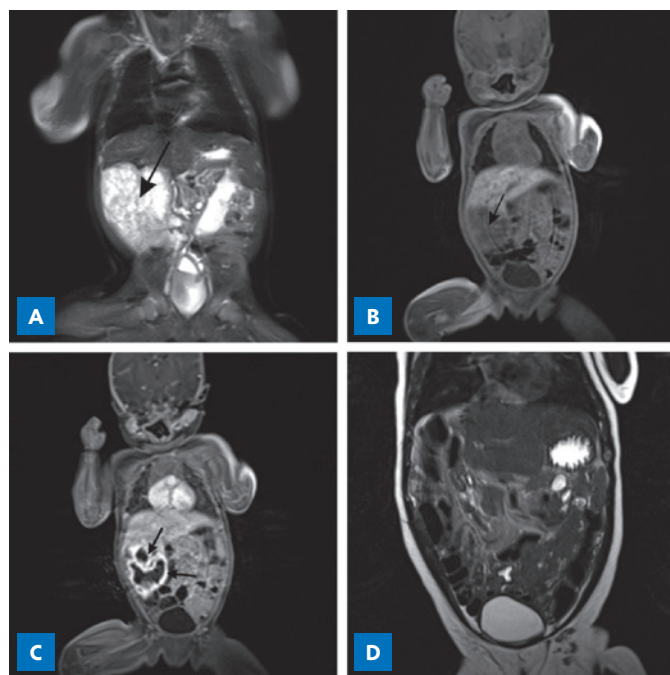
MRI images of infant abdomen before and after treatment. A – T2-weighted MR image demonstrates a large hyperintense mass. B – Hypointense mass on T1-weighted images. C – MR imaging after administration of gadolinium shows peripheral enhancement with absence of gadolinium in the center of the mass. D – MR imaging month and a half after surgery shows no recurrence.
